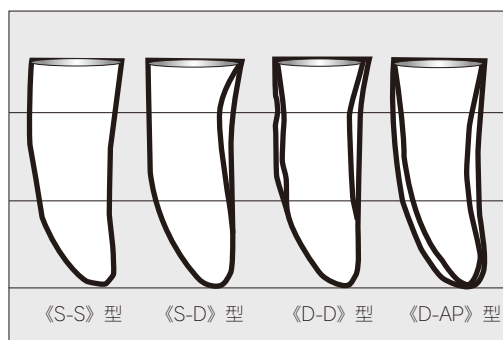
X線の根面ラインの分類 (加藤, 2005.²²⁾)
